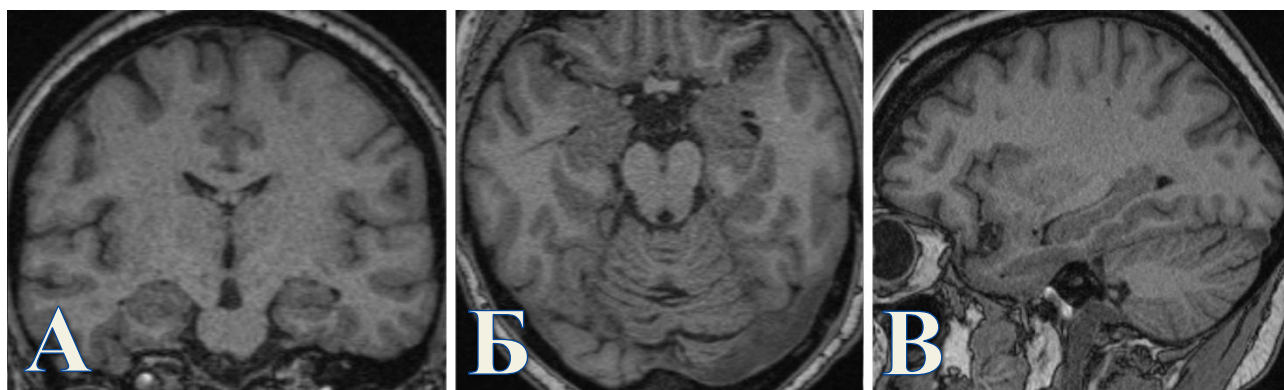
Контрольная МРТ головного мозга в последовательности T1-ВИ пациентки М. после удаления глубинных электродов. Визуализируются множественные каналы вдоль траекторий удаленных электродов, диаметром до 1-2 мм. Очагов ишемии, внутричерепных гематом и зон перифокального отека не выявлено. А. Коронарная проекция. Б. Аксиальная проекция. В. Сагиттальная проекция.
